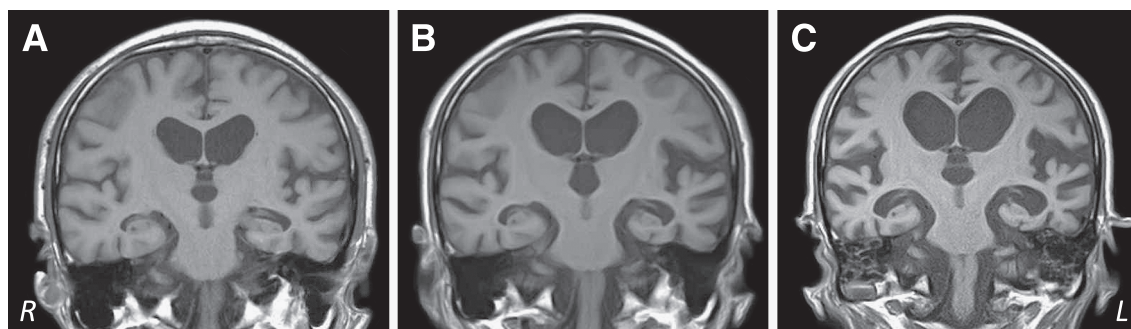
Brain MRI obtained during the clinical course.
